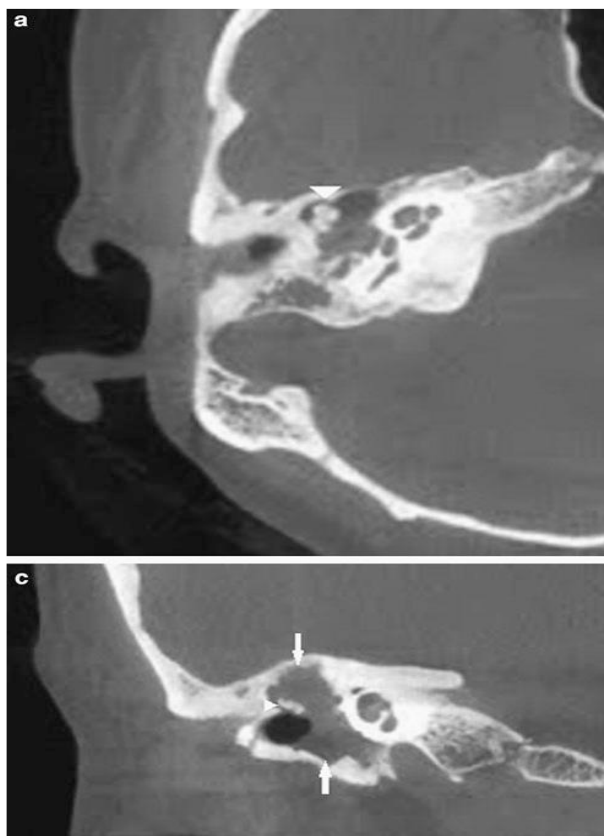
КТ-исследование ХС. В поперечных и коронарных срезх в эпимезотимпануме определяется содержимое, с эрозией щитка, тела наковальни, стремени, со смещением слуховых косточек кнаружи
